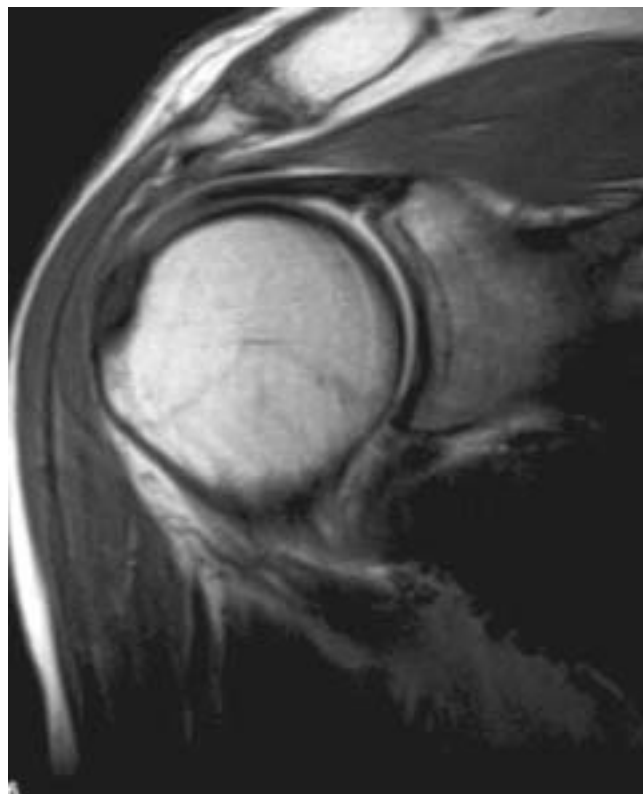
Arthro-IRM normale de l'épaule. On note un recessus synovial normal.
